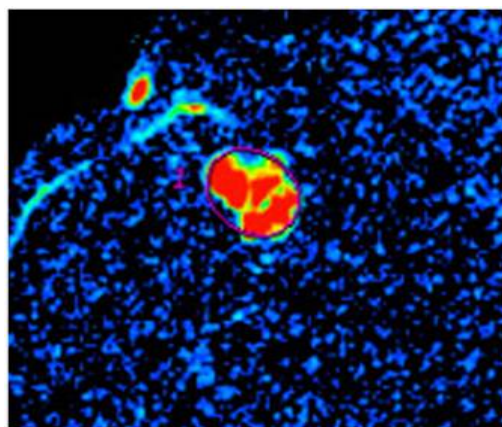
IRM : cloisons visibles au sein du fibro-adénome
